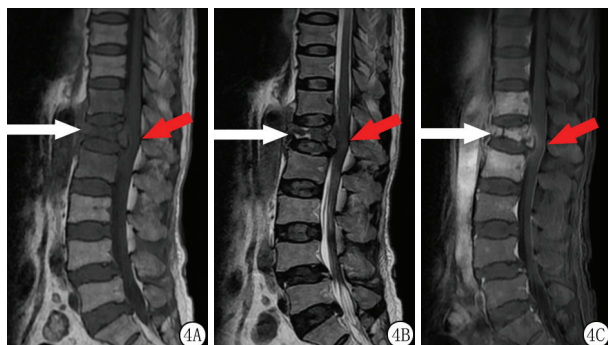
患者,女性,63岁,椎体结核继发脊髓损伤。主因腰背部疼痛伴活动受限6月余,下肢疼痛、无力1月余入院。胸部CT示继发性肺结核合并血行播散型肺结核。头颅核磁示脑实质多发结核瘤
